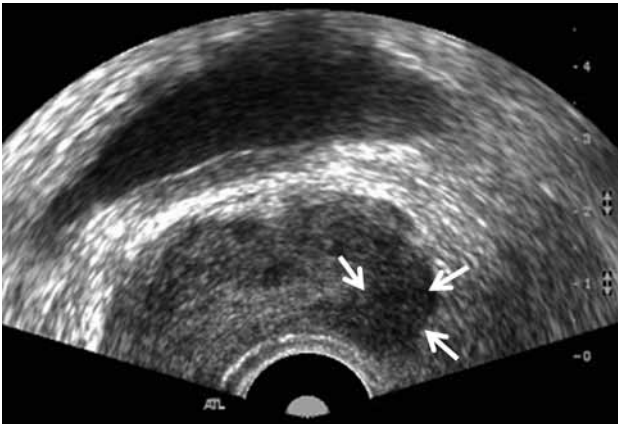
Transrectal ultrasound (TRUS) of prostate cancer involving left peripheral zone of prostate. TRUS of 71-year-old man shows well defined low echoic area involving left peripheral zone of prostate. Pathologic report after TRUS guided biopsy revealed that prostate cancer with Gleason score of 7 (4+3).
